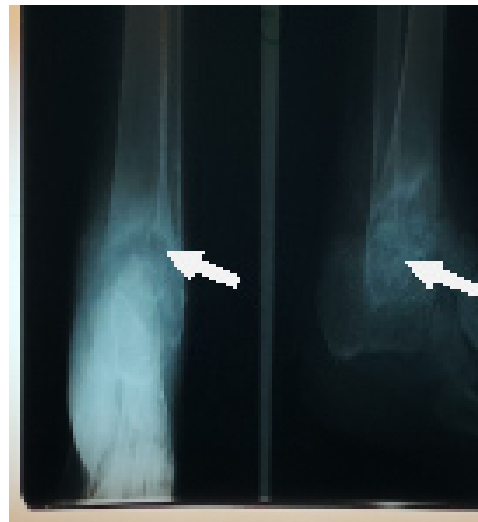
Radiographie de la cheville gauche (Face et Profil) : images de lyse osseuse.
